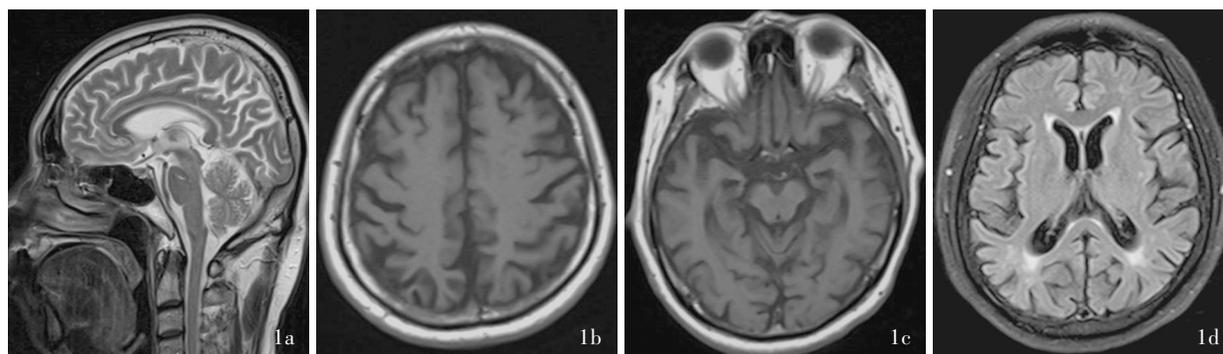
先证者头部MRI检查所见 1a 矢状位T<sub>2</sub>WI显示大脑皮质广泛萎缩 1b 横断面T<sub>1</sub>WI(半卵圆中心层面)显示大脑皮质广泛萎缩 1c 横断面T<sub>1</sub>WI(中脑层面)显示双侧海马明显萎缩 1d 横断面抑脂FLAIR成像(基底节和内囊层面)显示深部脑白质多发高信号(Fazekas分级2级)
